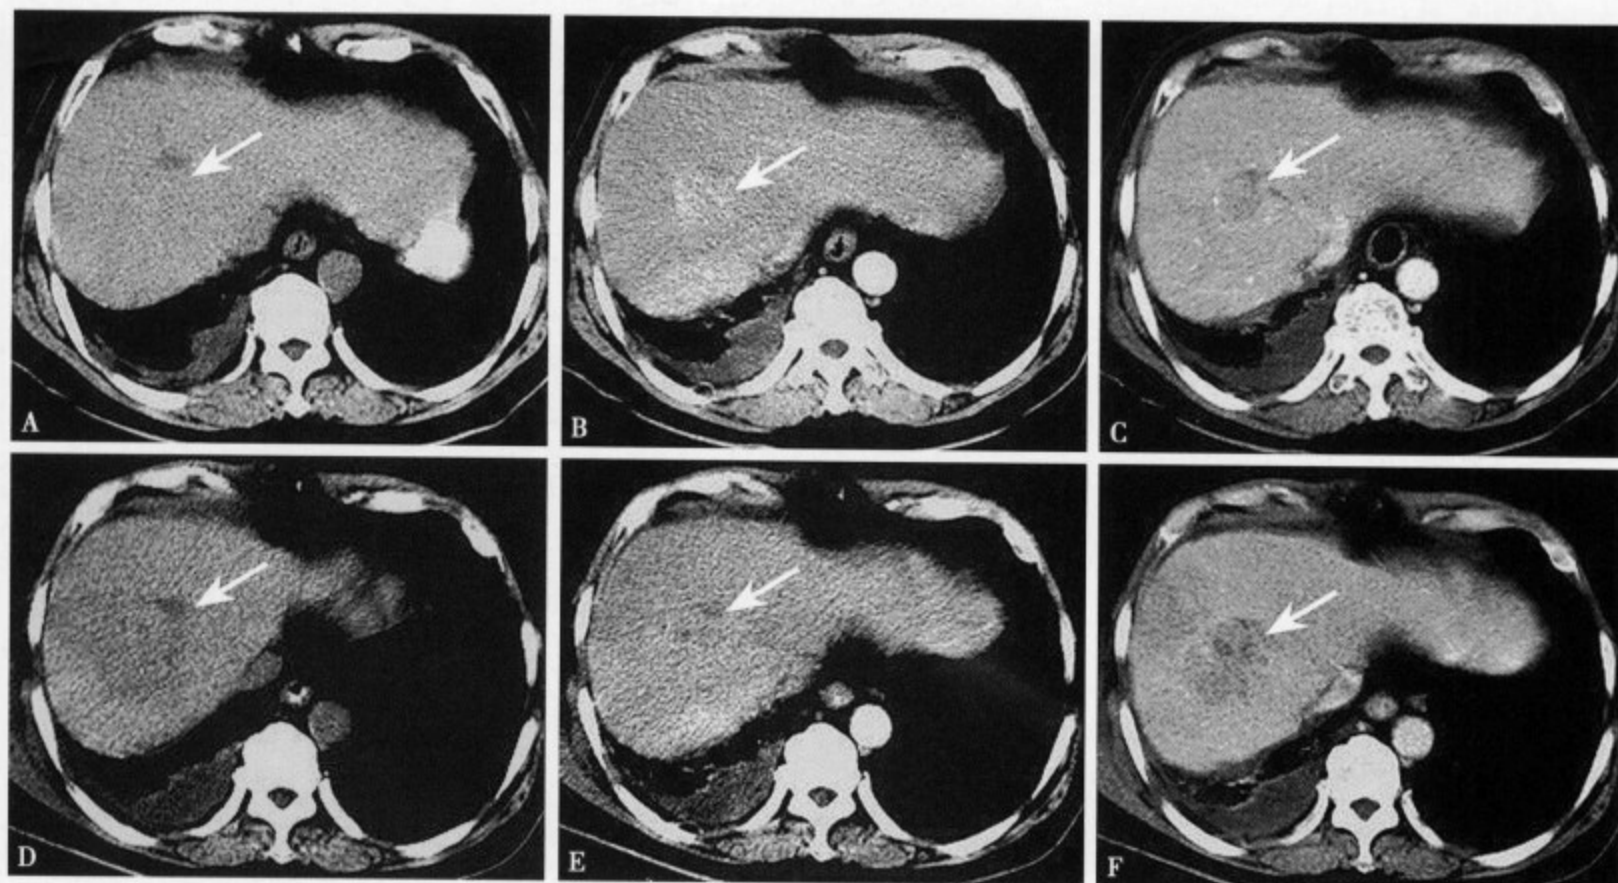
患者男, 64 岁, 肝右叶癌术后 28 个月复查。(A)、(B)、(C) 分别为 CT 平扫及增强扫描动脉期和门静脉期图像, 见肝右叶占位, 平扫为低密度病灶, 动脉期强化, 门脉期密度减低, 为术后复发灶。(D)、(E)、(F) 分别为经光子刀治疗后 CT 复查平扫及增强扫描动脉期和门脉期图像, 见病灶呈低密度, 范围较治疗前大, 但增强扫描无强化
